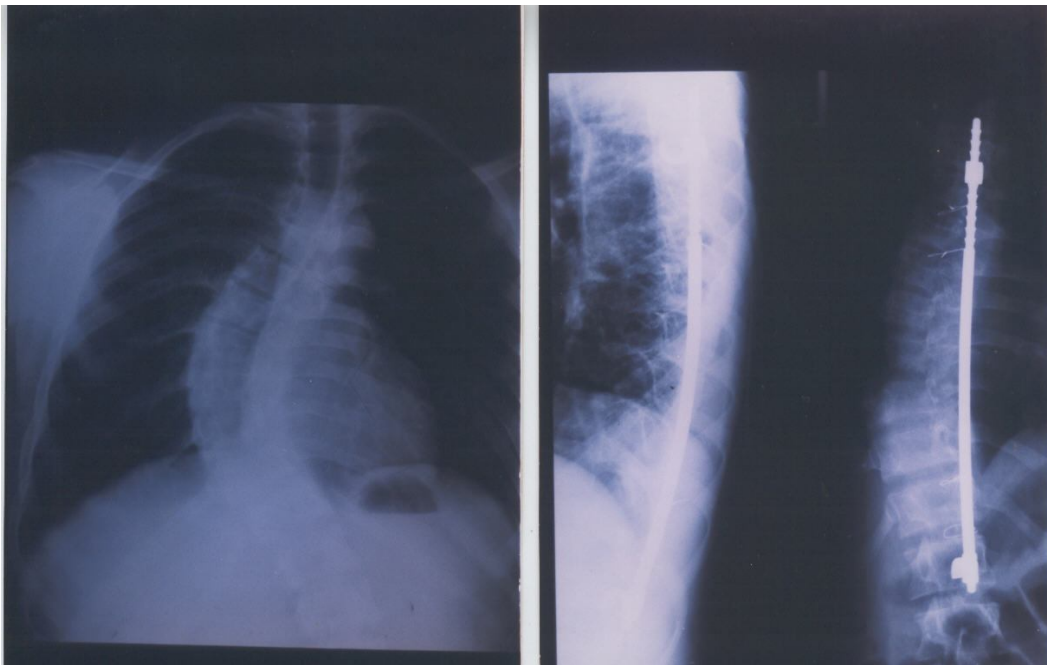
Radiographie pré et post opératoire d'une correction chirurgicale par arthrodèse postérieure instrumentée de Harrington avec 60% de réduction
